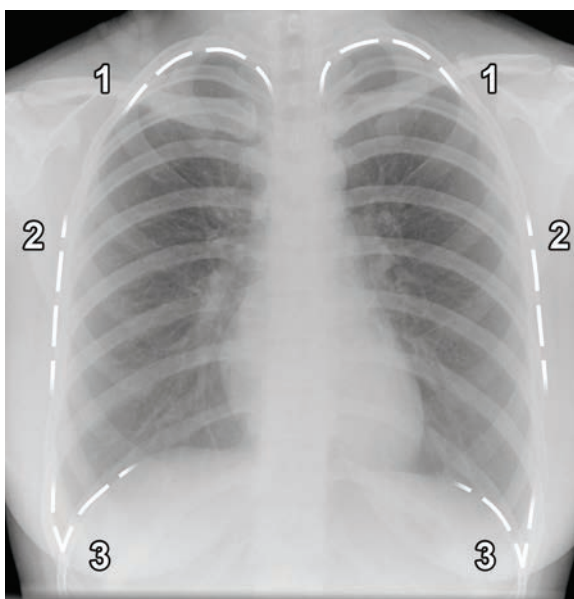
Нормальная рентгенограмма органов грудной клетки, на которой видны выделенные белыми пунктирными линиями верхушки легких (1), боковые поверхности ребер (2) и оба реберно-диафрагмальных угла.
